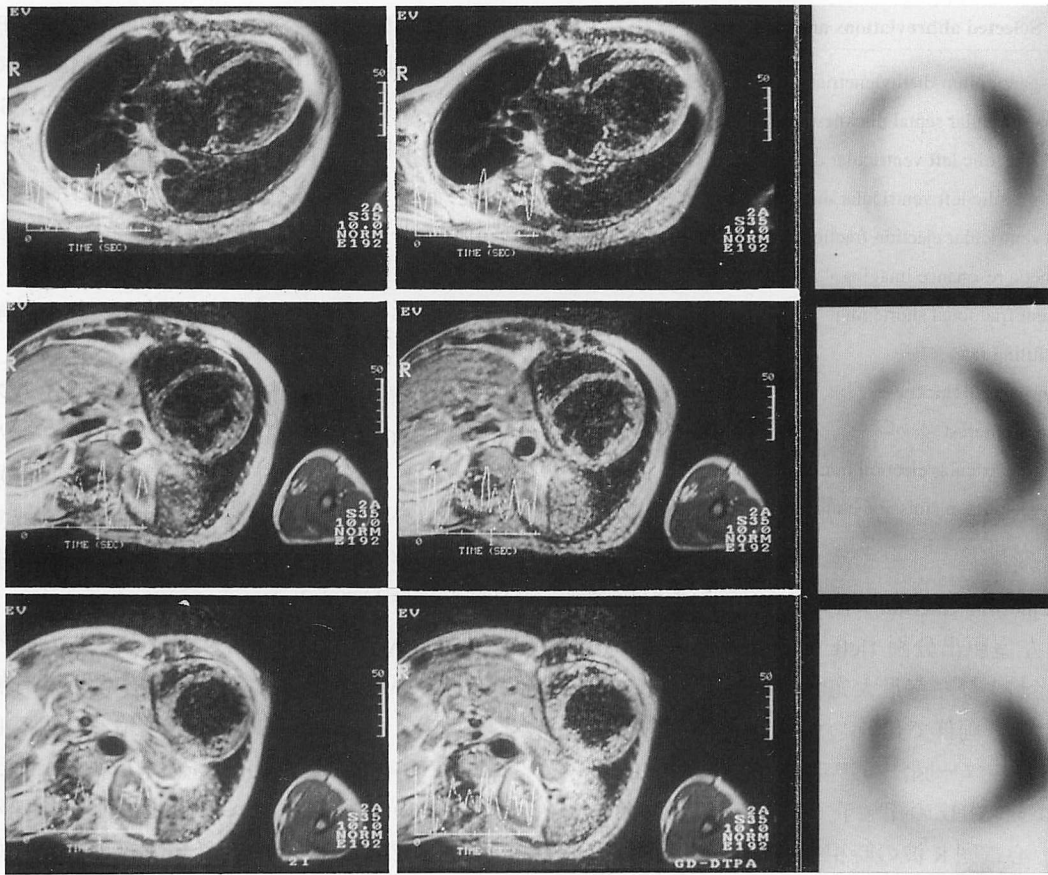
Four-chamber long-axis (*upper row*), basal short-axis (*middle row*) and middle short-axis (*lower row*) planes of Tl-weighted MR images before (*left column*) and after (*middle column*) Gd-DTPA enhancement, and Tl-201 SPECT myocardial scintigrams (*right column*) in a representative case of dilated cardiomyopathy
